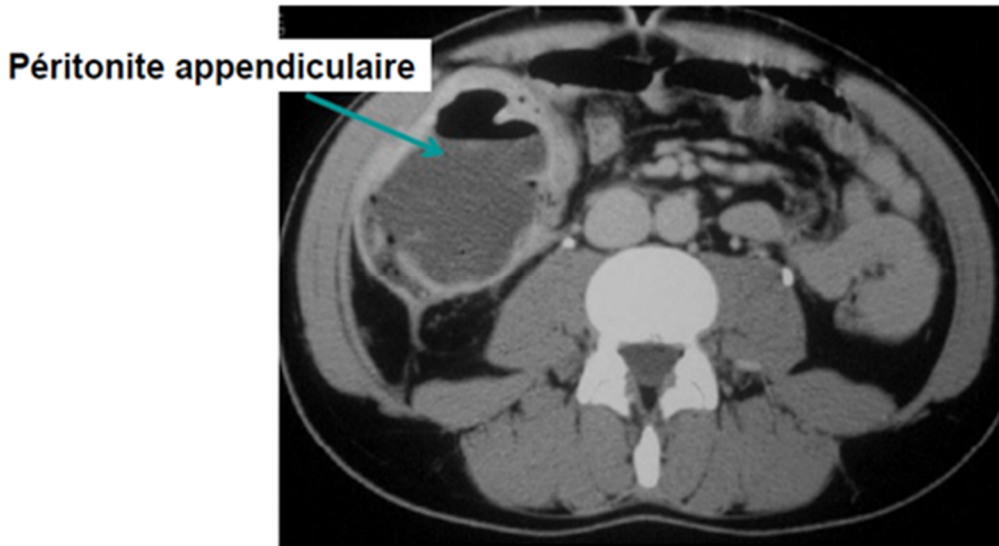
Cliché de TDM abdominale montrant une collection hypo dense à paroi épaisse prenant le contraste en faveur d'une péritonite appendiculaire
